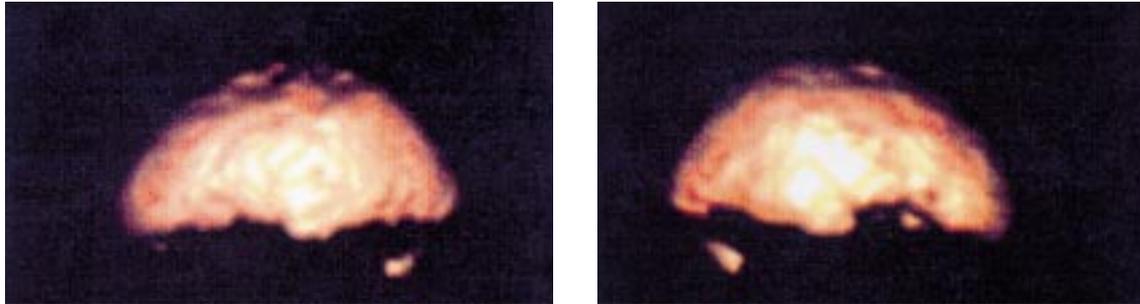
Linke (linke Abb.) und rechte (rechte Abb.) laterale Seitenansicht der Gehirnoberfläche (cerebral Cortex) in dreidimensionaler Darstellung. Beachtenswert ist die normalerweise glatte und gleichmäßige Oberfläche bei diesem PET Gehirn-Scan nach Administration von radioaktiver Glucose (FDG), die gleichmäßig über die gesamte Gehirn-Oberfläche verteilt ist und deshalb eine normale Gehirnfunktion darstellt.
